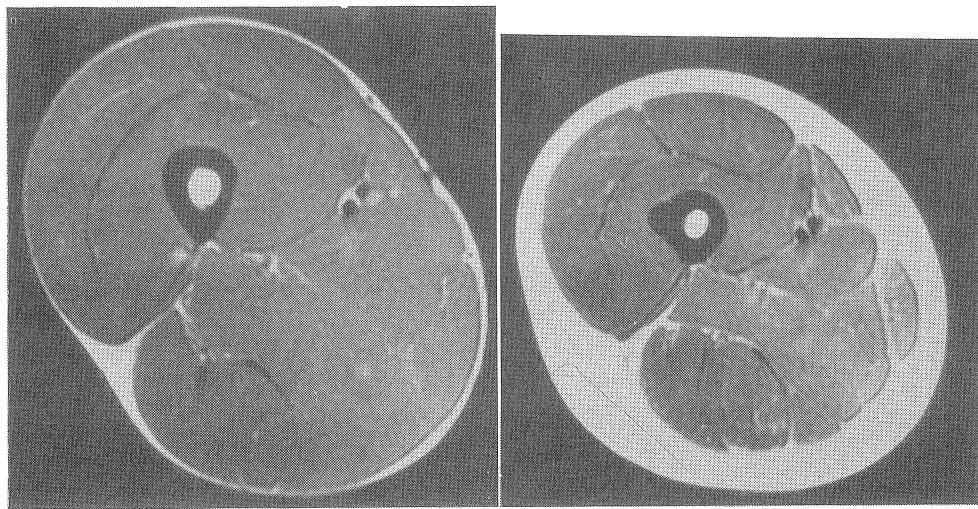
男子一流選手と一般人における大腿部MRIの比較（久野, 1993）
